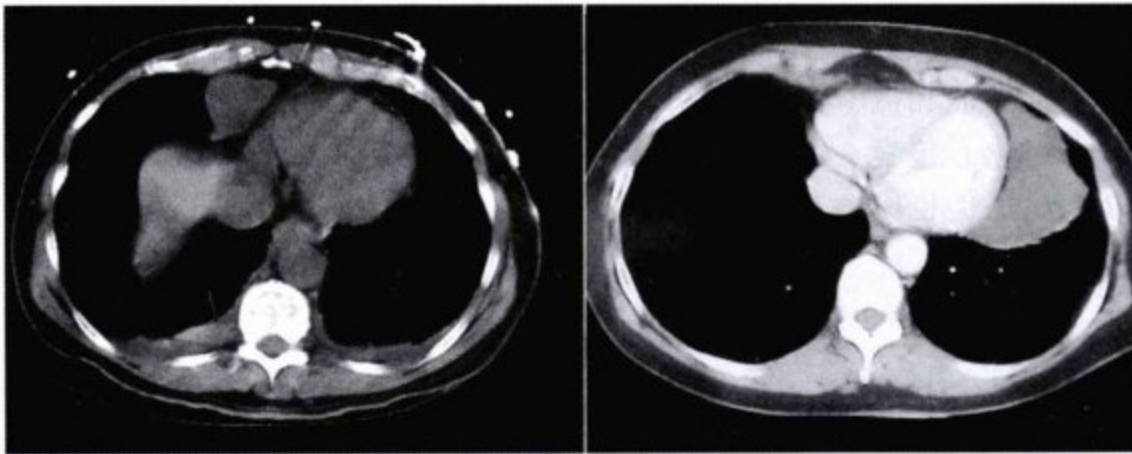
心包囊肿表现为薄壁,内含液体或软组织,CT增强时不被强化,且通常位于心膈脚。囊肿一般位于患者的右侧(左图),较少见于左侧(右图)。CT扫描在明确诊断囊肿的内容物性质上存在其局限性,不能排除内容物为软组织。超声心动图和CMR在这方面有明显的优势。
